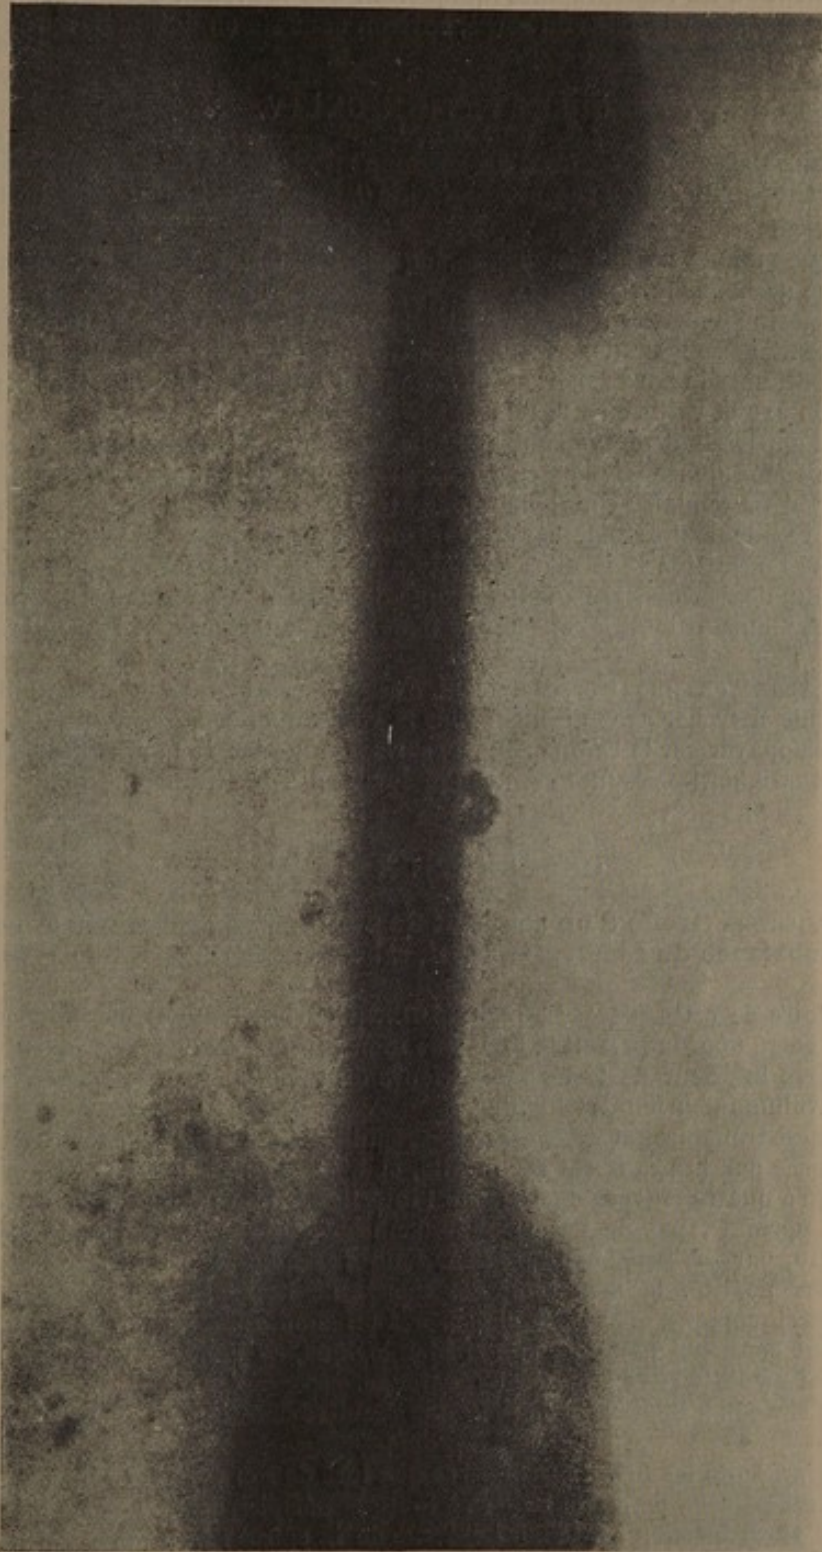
Sébastien F. Radiographie faite deux mois après l'opération. On voit le segment du péroné fixé par enroulement dans le canal médullaire des fragments du fémur. Un cal est en train de se former aux deux extrémités du greffon.
